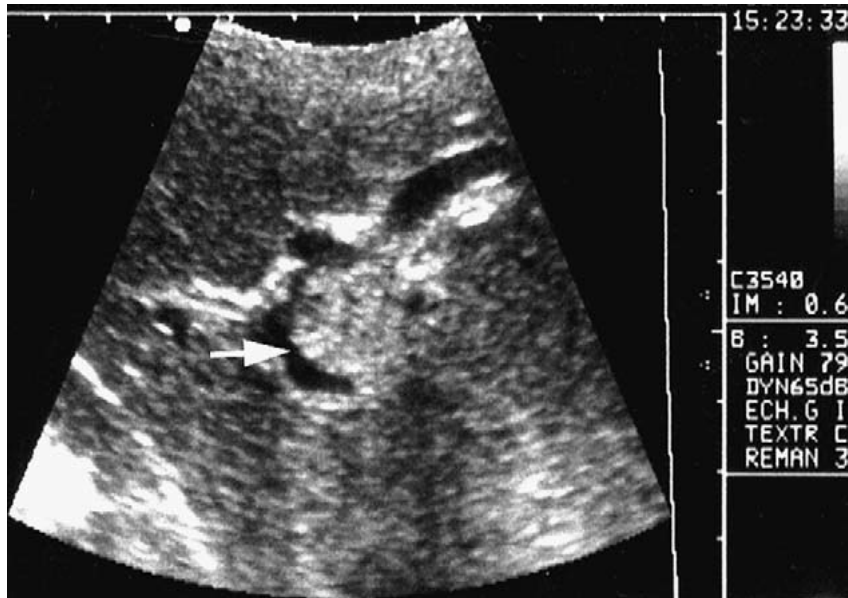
Échographie. Coupe transversale passant par le tronc porte, montrant Un tronc porte dilaté contenant un thrombus endoluminal échogène (flèche) [28]
